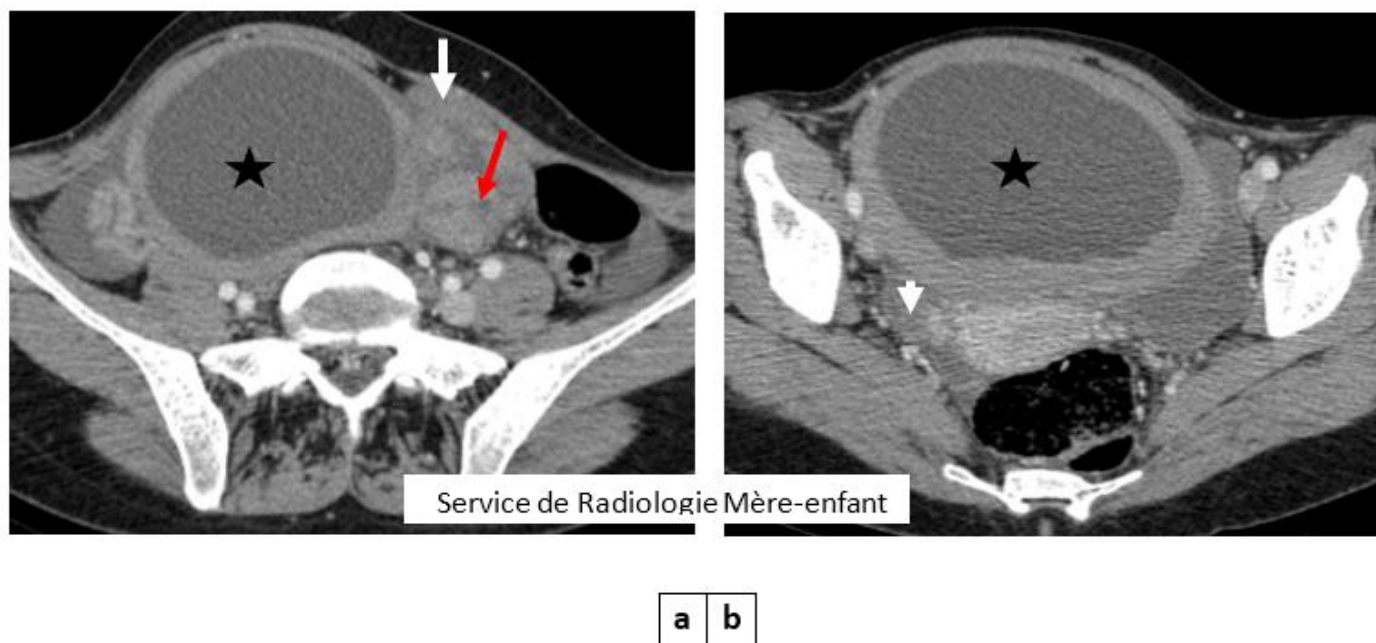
TDM pelvienne injectée (a,b) en coupe axiale montrant un ovaire gauche augmenté de taille, mesurant 15 x 10 cm siège d'une lésion kystique (étoile), mesurant 11 x 7 cm de diamètres, une turgescence des pédicules ovarien gauche (flèche blanche), avec individualisation d'un tour de spire (flèche rouge). Ovaire droit normal (tête de flèche).
